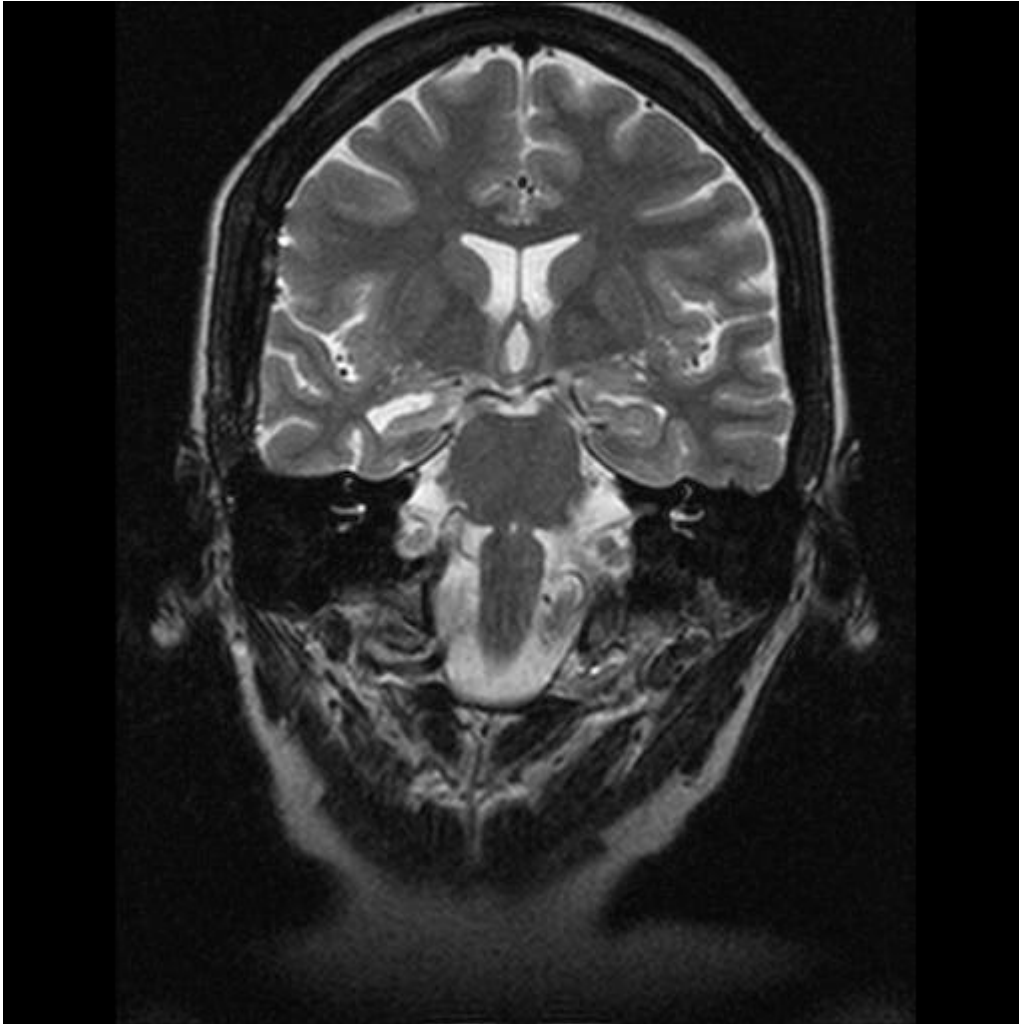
Imagen de RMN (FLAIR) que muestra atrofia hipocámpal derecha en paciente con ELTM derecha (Caso 7).
